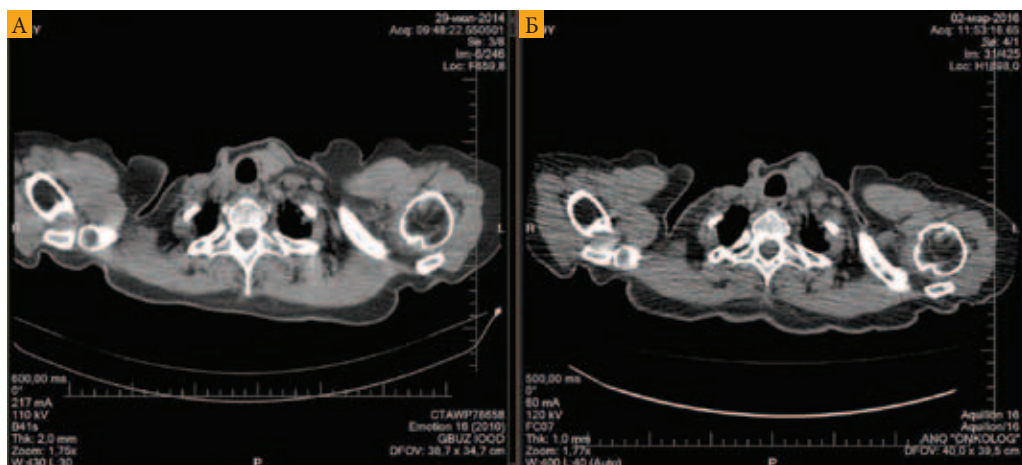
Результаты КТ, подтверждающие эффективность терапии вандетанибом, – динамика по надключичным лимфоузлам (А – июль 2014 г., Б – март 2016 г.)
